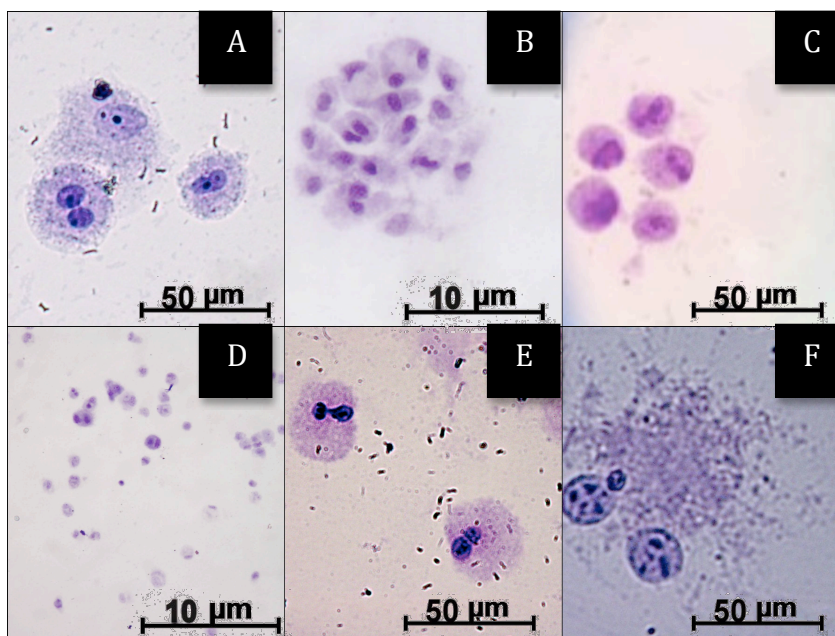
Teste de MCN das CT-TA, coradas com Giemsa, cultivadas *in vitro* até a décima primeira passagem. A) e B) células binucleadas na terceira passagem, com aumento de 400x e 100x; C) e D) células binucleadas da quinta passagem, com aumento de 400x e 100x; E) célula com micronúcleo na sétima passagem, aumento de 400x; F) células com micronúcleo na décima primeira passagem, com aumento de 400x.
